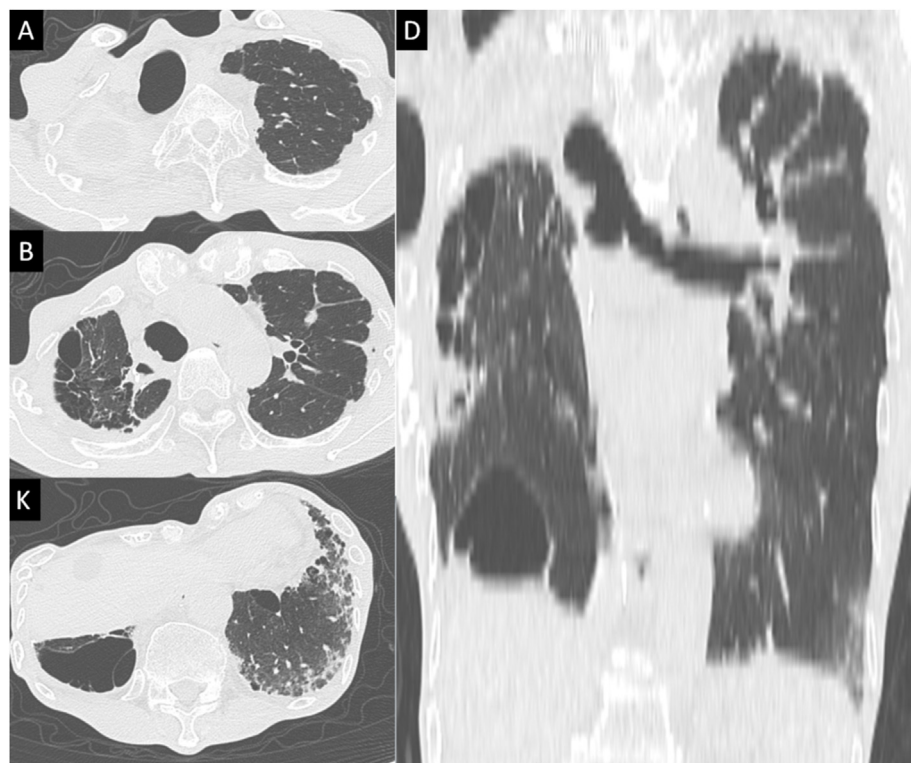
A–D: Chest computed tomography on admission.
